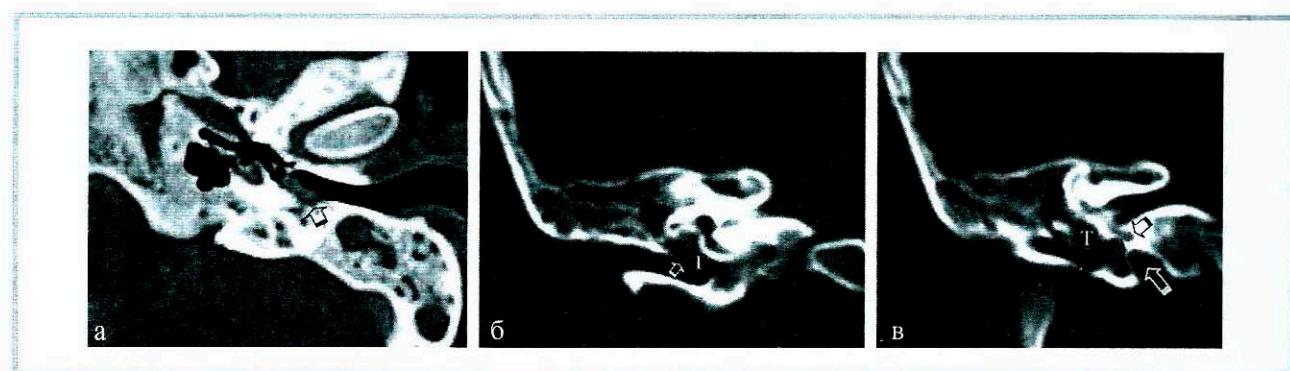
Компьютерная томограмма височной кости больной параганглиомой левого среднего уха.
